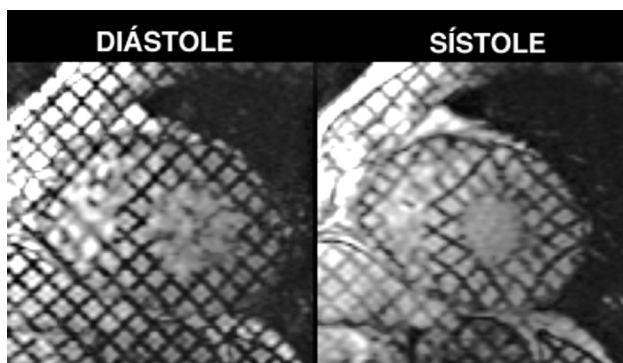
Cine-ressonância com técnica de *tagging*. Observe a deformação das linhas dentro do miocárdio na sístole, indicando a contração segmentar, que pode ser objetivamente medida com *softwares* específicos.
